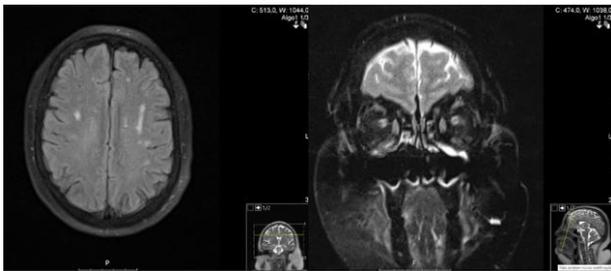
Ressonância cerebral e órbitas. Observa-se focos arredondados de hipersinal, bem como alargamento da bainha do nervo ótico
